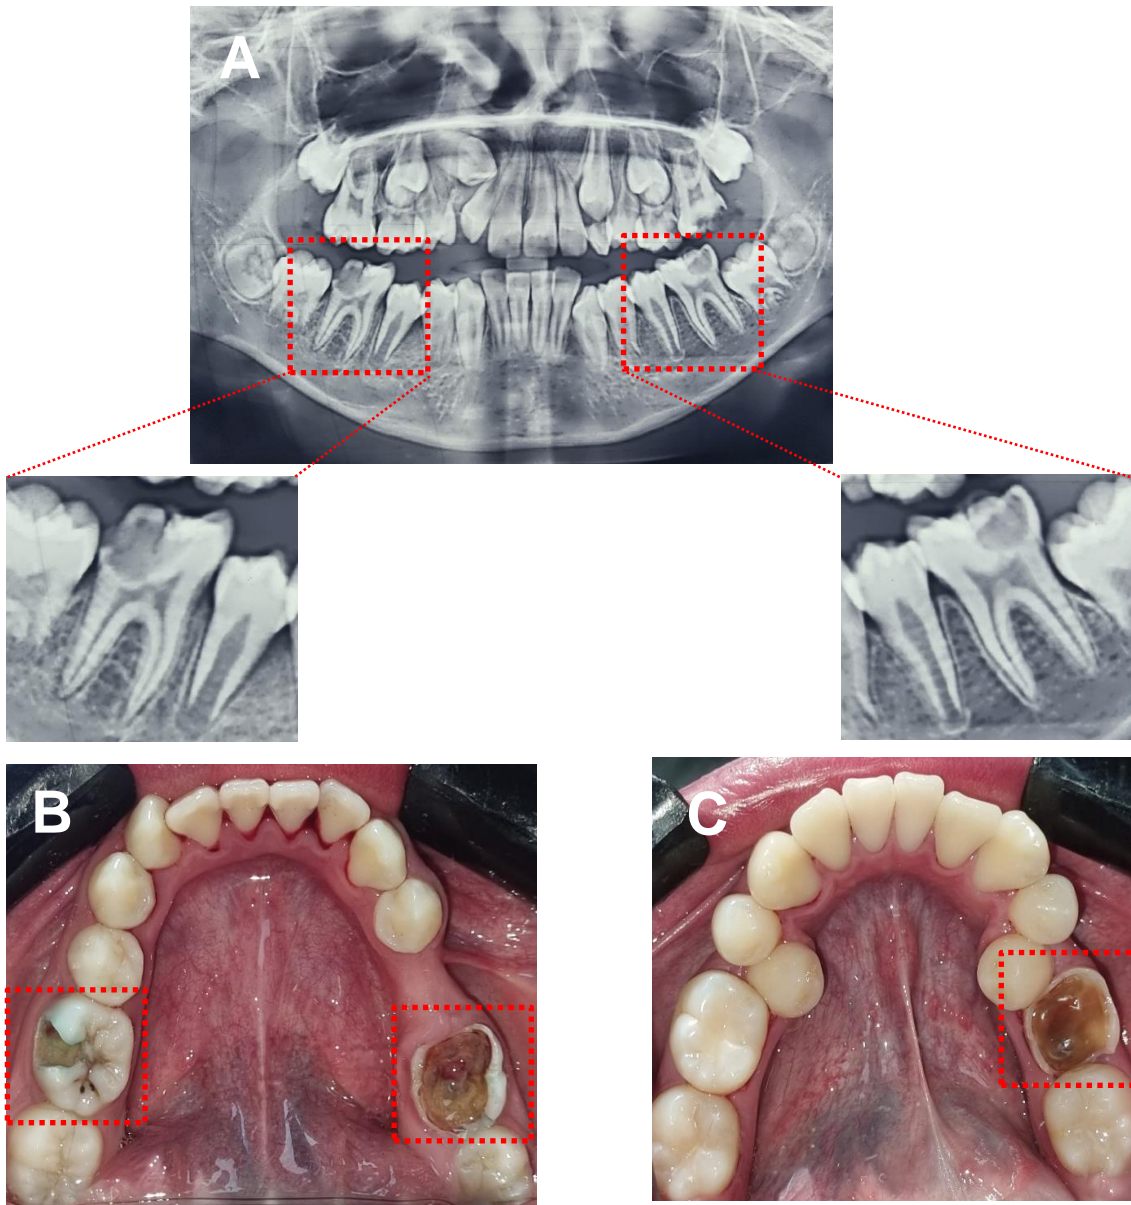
A. Radiografía panorámica en donde se observa el primer molar derecho e izquierdo con la presencia de Caries. B. Fotos Clínicas donde se observa Caries a nivel del primer molar derecho e izquierdo. C. Foto clínica donde se observa caries retenida en el primer molar Inferior derecho.
